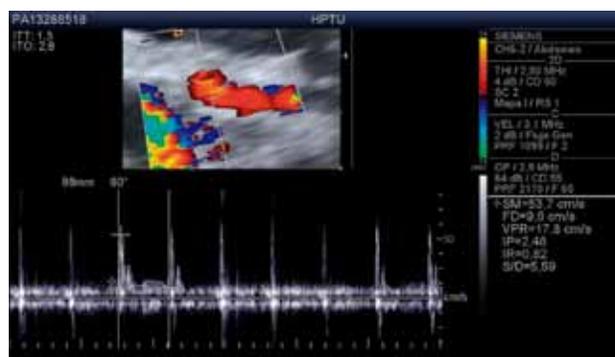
Arteria hepática postrasplante temprano. La ecografía Doppler en las primeras 24 horas de trasplante de hígado. Se demuestra un aumento del índice de resistencia (i. r. 0,82).
